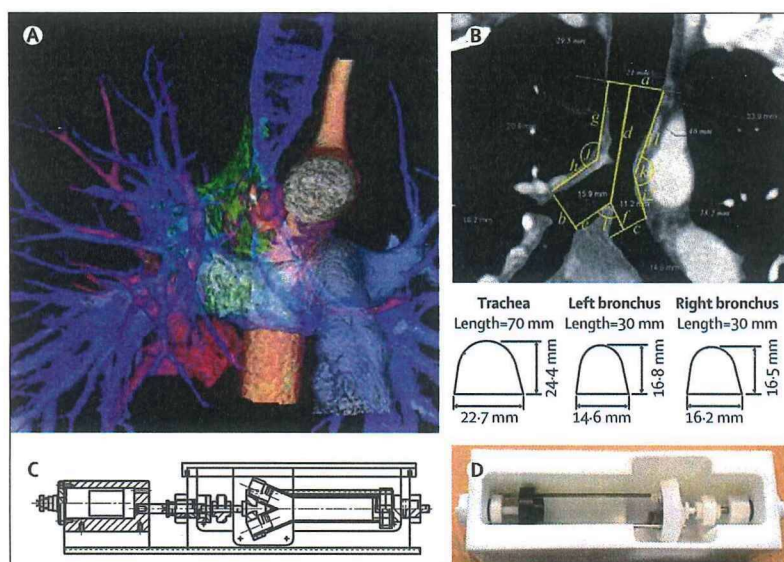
CT scan and three-dimensional volume rendered (VR) images
